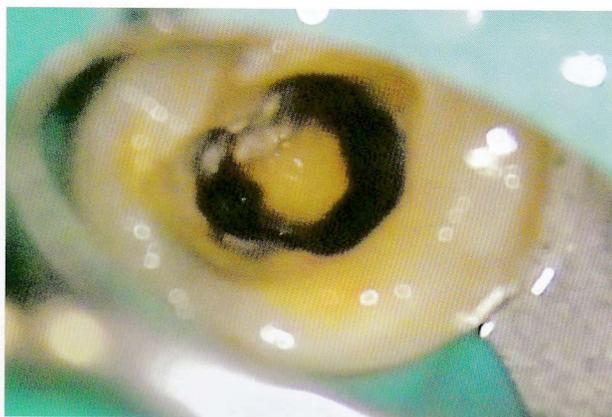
超音波とファイルにて清掃を行っている。槌状根ではとくに超音波による形成が重要になってくる。筆者はナカニシのバリオスという超音波ユニットと E7D, E7 という専用チップを多用している。
